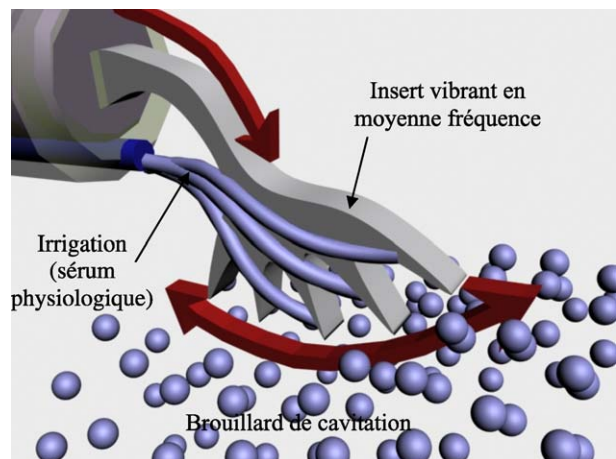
La cavitation est un phénomène de micro-ébullition apparaissant à toutes les interfaces solide-liquide vibrant à une fréquence ultrasonore. Lorsque le flux d'irrigation est propulsé sur la partie travaillante de l'insert vibrant en moyenne fréquence, il est donc transformé en brouillard de cavitation, c'est à dire en bulles d'irrigation prêtes à implorer aux contacts des surfaces à décaper.
